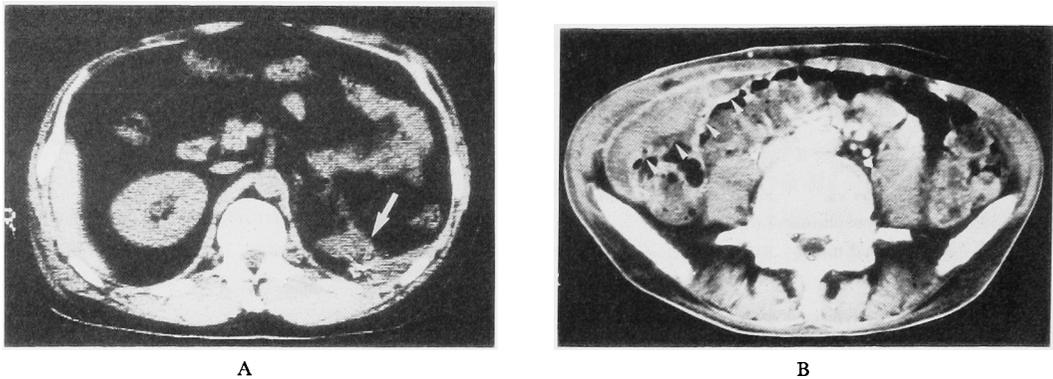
(A) Abdominal CT showing retroperitoneal hematoma in case 5 (arrow).
